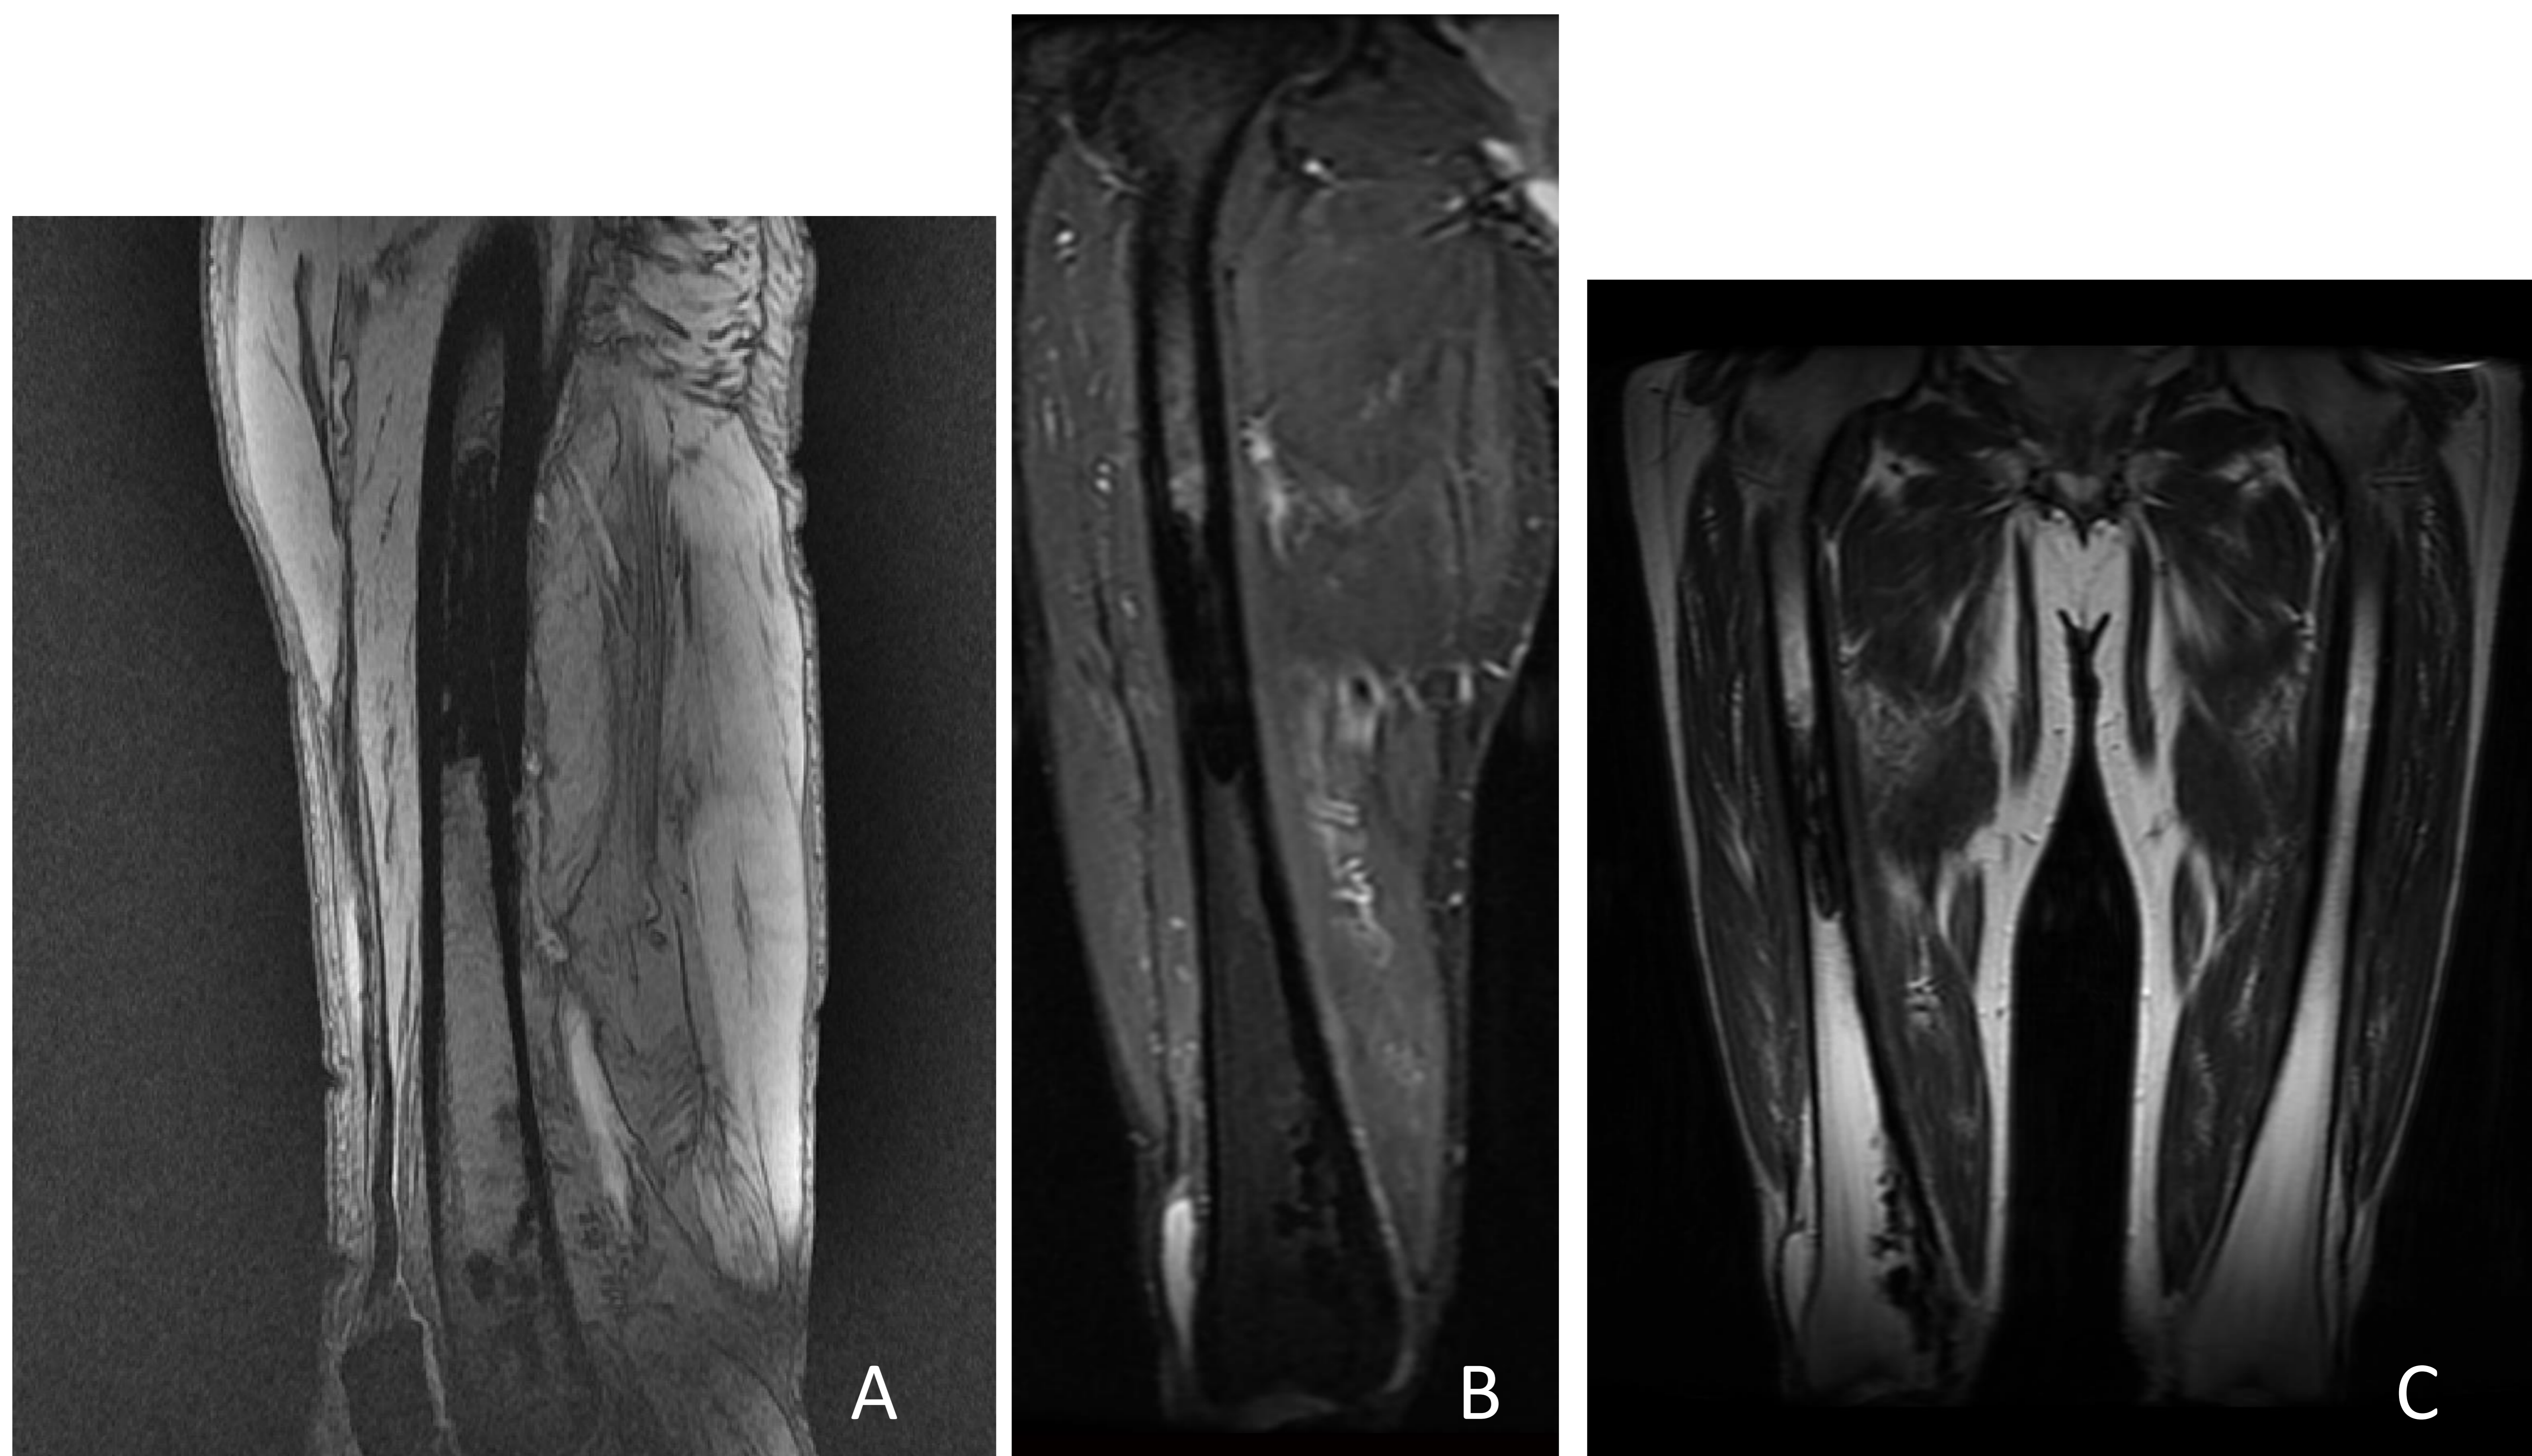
Melorreostosis. Imágenes de RM, sagital MERGE (A), sagital STIR (B) y coronal T2 (C) : Áreas hipointensas en todas las secuencias, localizadas a nivel excéntrico, en la cortical del fémur derecho, rebasando la superficie cortical en la vertiente medial de la metáfisis y epífisis distal. En diáfisis proximal se extienden a la medular estrechando-ocupando el canal medular. No se objetiva reacción perióstica de aspecto agresivo, no identificamos masa de partes blandas. Hallazgos compatibles con melorreostosis.
